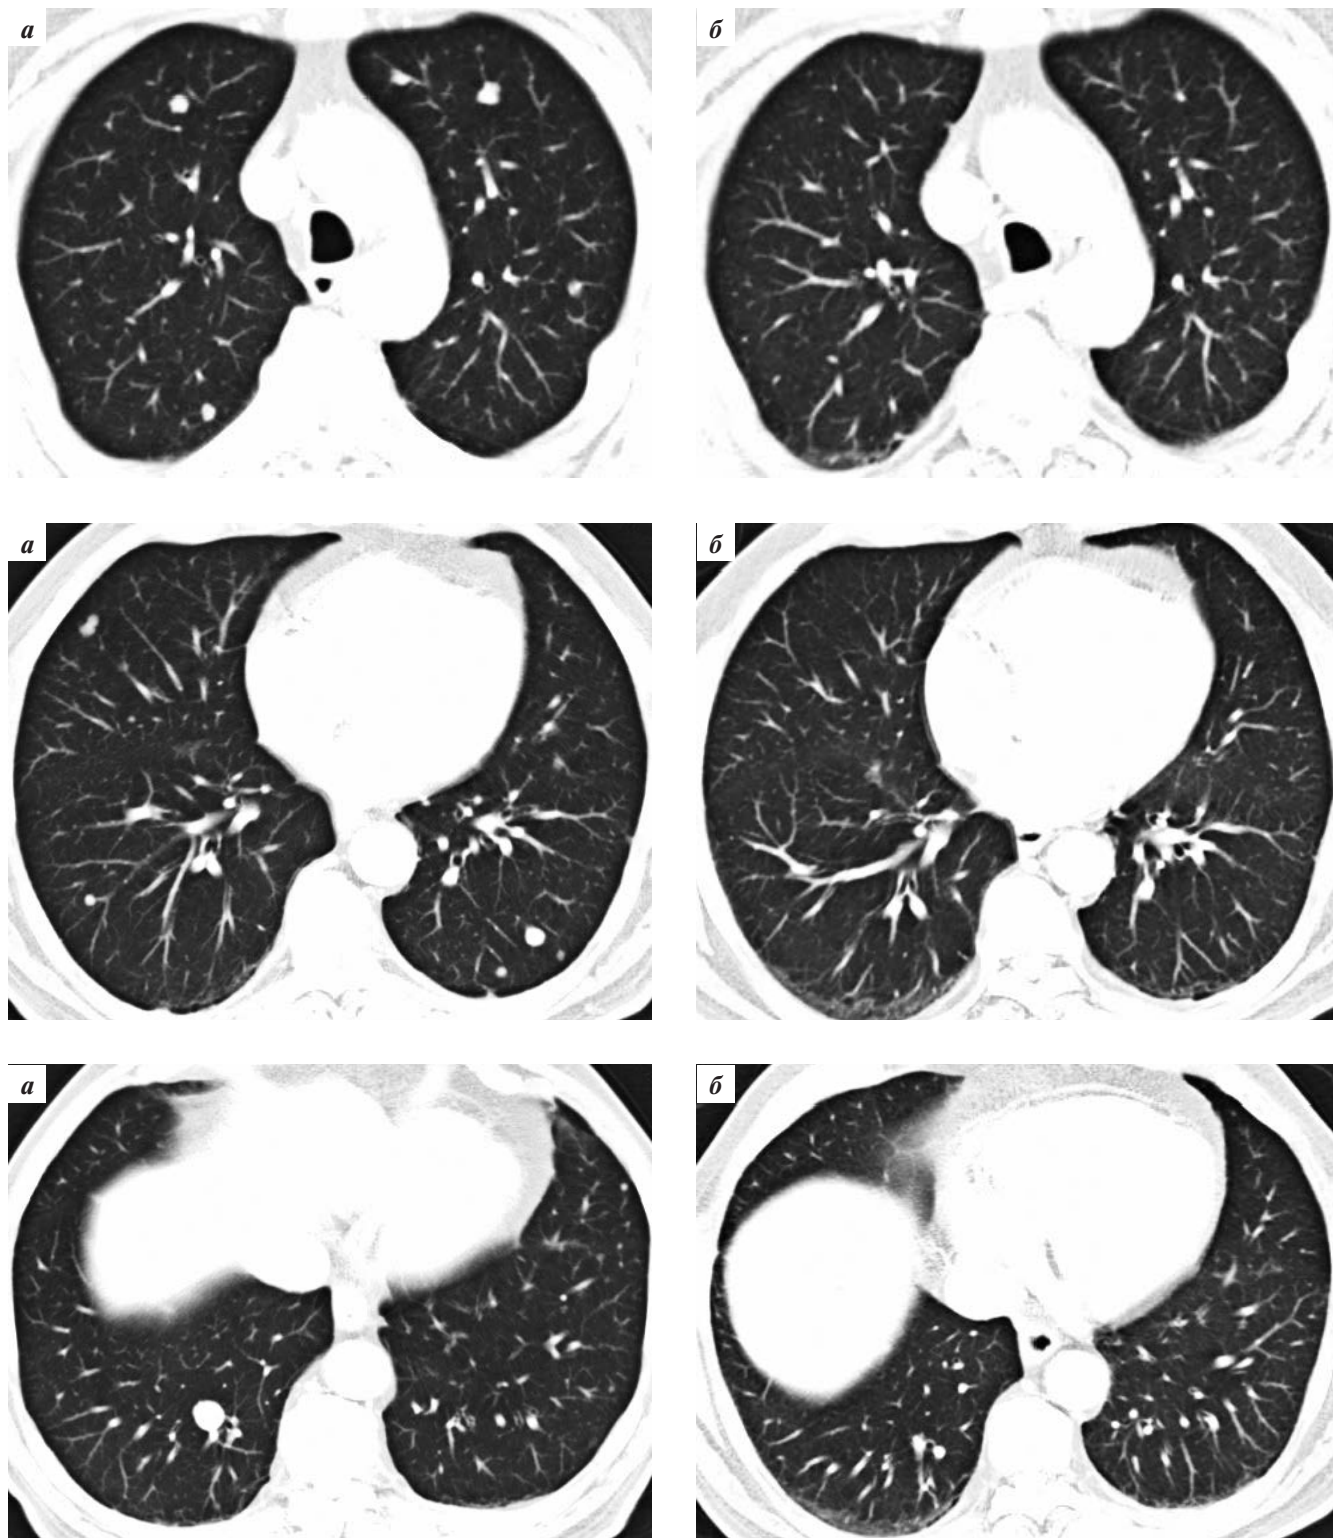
Больной В., СКТ грудной клетки: а — до лечения, б — через 9 мес после начала терапии
